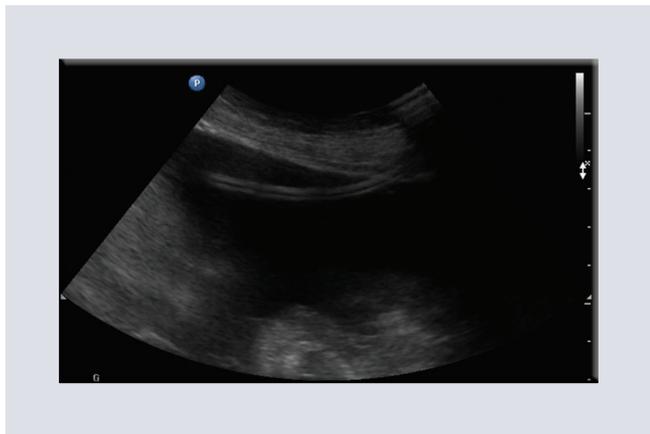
Ultrasonido en escala de grises, de abdomen a nivel de fosa iliaca izquierda, en una paciente de 69 años que fue operada de diverticulitis. Durante su estancia en terapia intensiva inició con fiebre a las 96 h después de la cirugía sin mejoría tras la administración de antibióticos. En tomografía computarizada de abdomen (no se muestra imagen) presentaba colección en corredera parietocólica izquierda, por lo que se realiza drenaje percutáneo, en el ultrasonido se observa el trayecto del catéter dentro de la colección.
